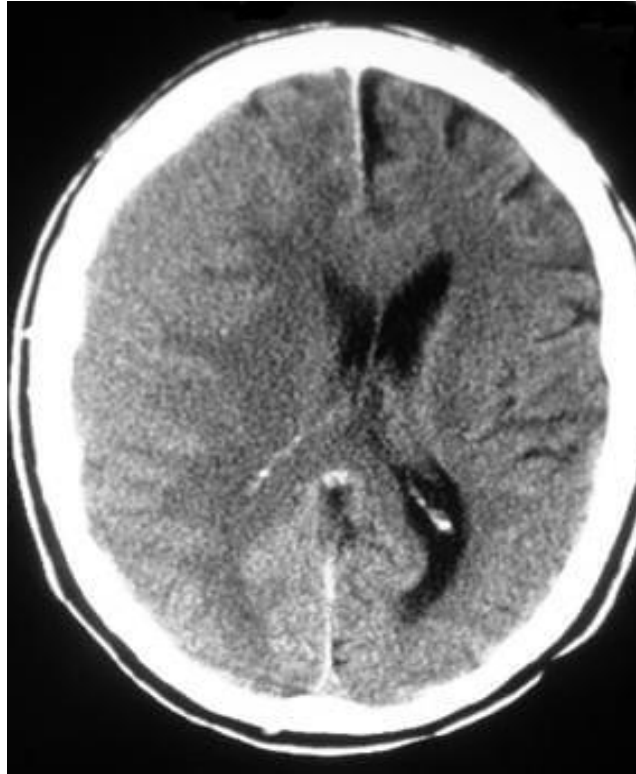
TC simple de cráneo, muestra hematoma subdural subagudo
